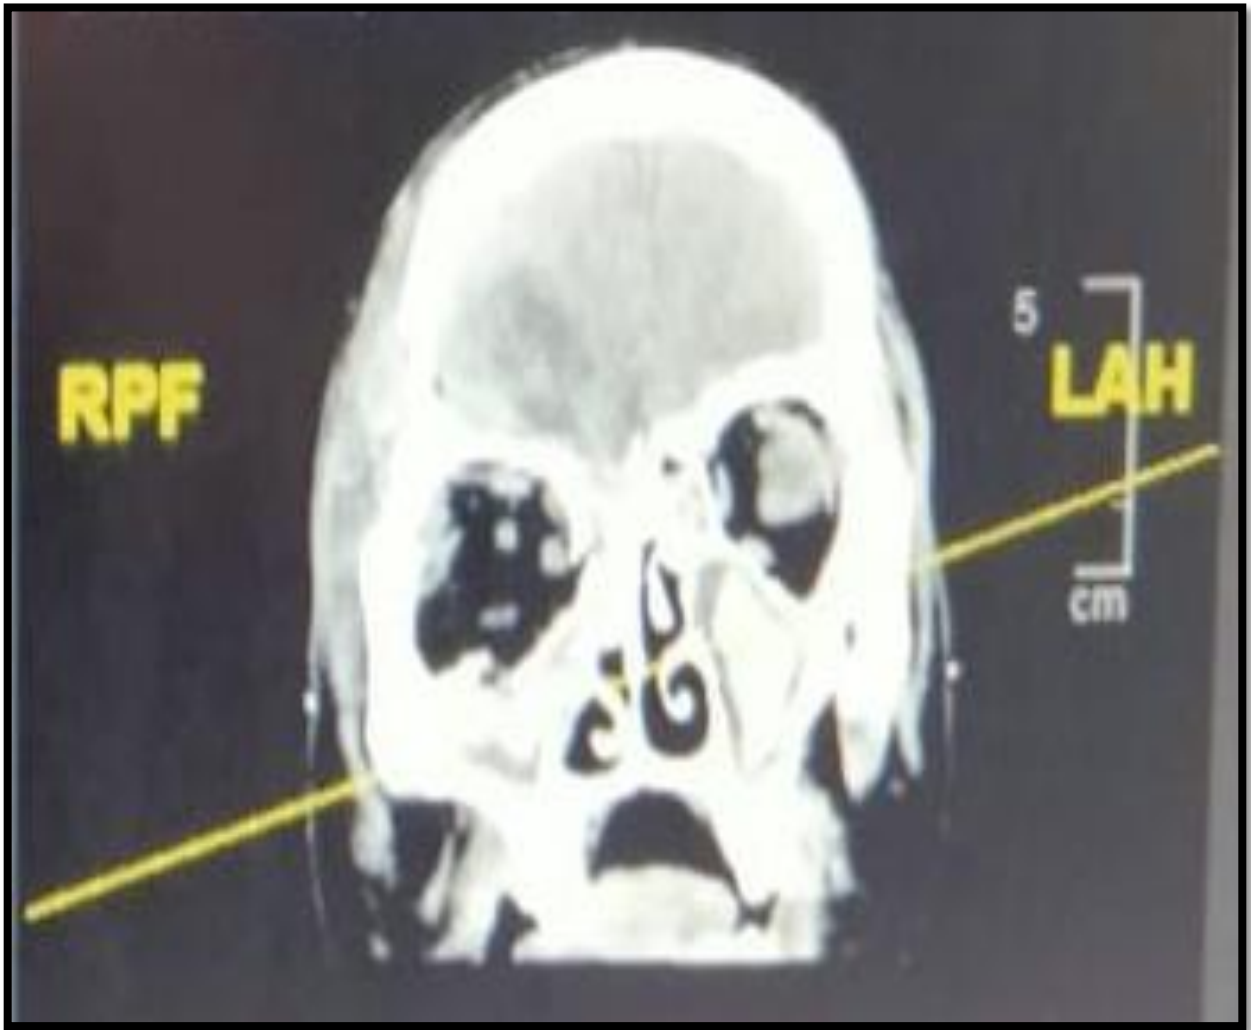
TAC cráneo simple. Valoración focalizada
